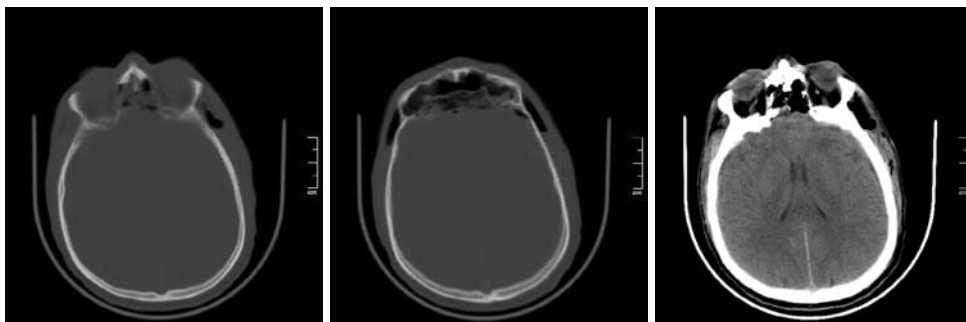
Спостереження 1. СКТ головного мозку. Стан після операції.
